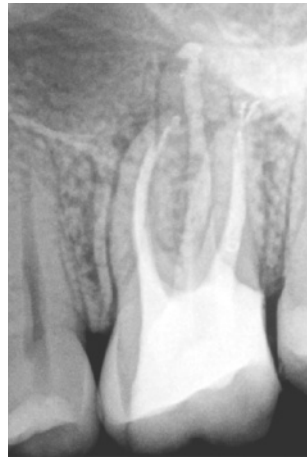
Röntgenkontrollaufnahme nach einzeitiger Wurzelkanalbehandlung
